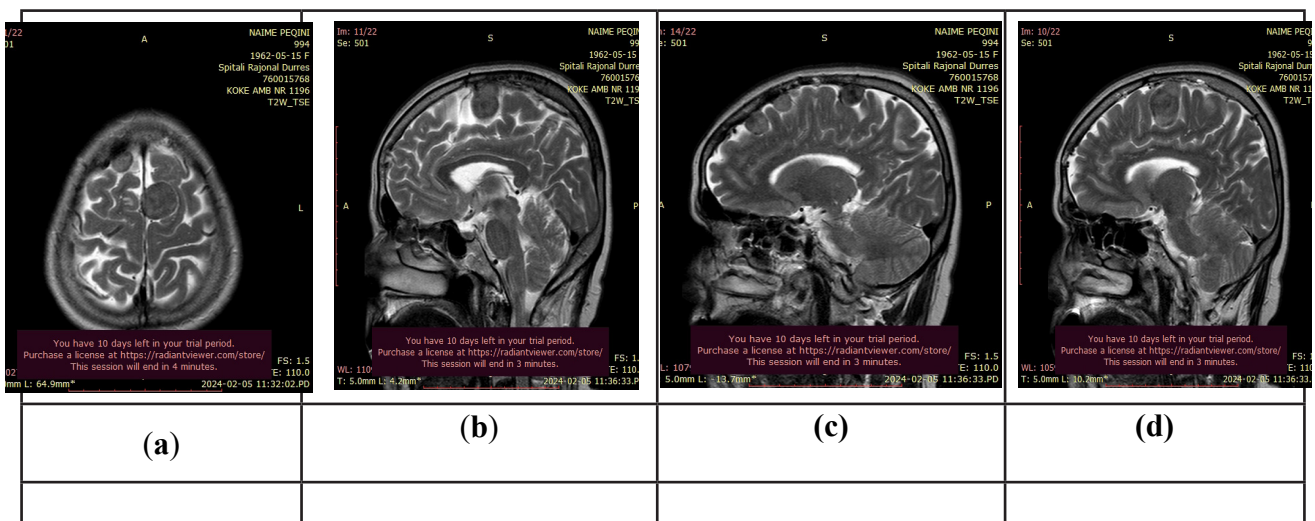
Rezonanca Magnetike e kokës, ku në prerje sagitale dhe aksiale evidentohet prania e meningiomave të shpërndara kryesisht në falx cerebri dhe në konveksitetin cerebral. Në rastin që prezantojmë u evidentua prania e 8 meningiomave, me diametër maksimal 2,4 cm.
